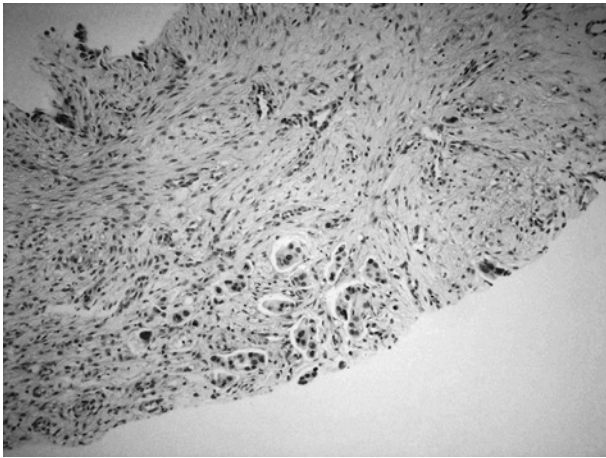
Lung adenocarcinoma by CT-guided lung needle biopsy.
